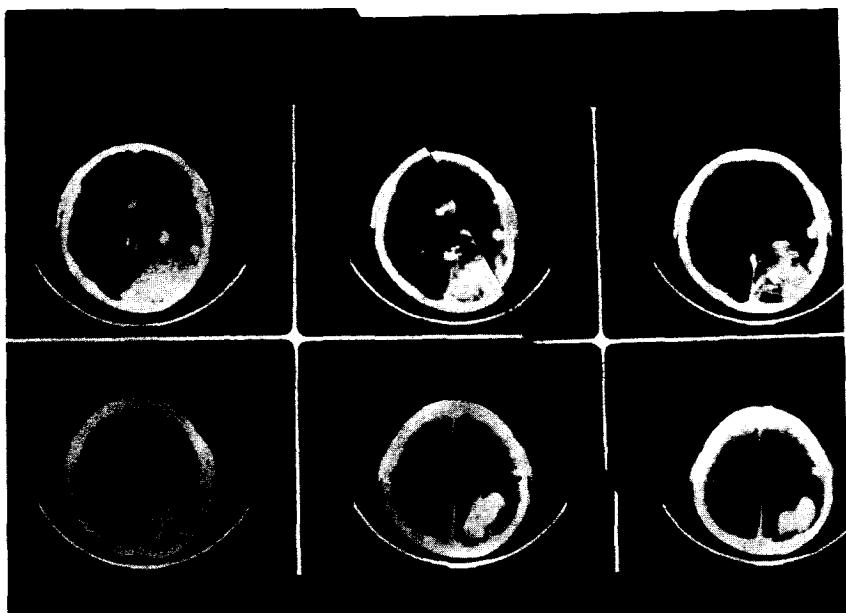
Preoperative enhanced brain CT scan shows ill defined triangular shaped increased density around the hematoma at left occipital area.
